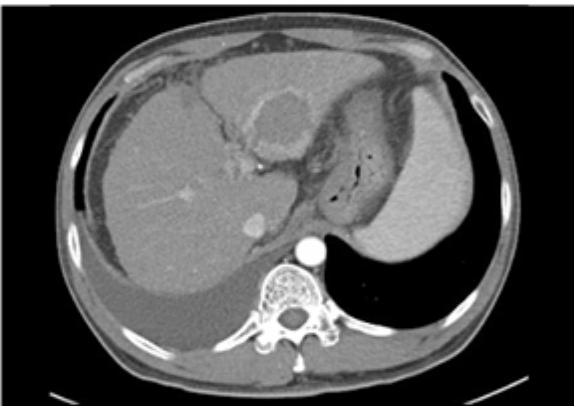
(D). RFA 후 CT, 종양은 완전괴사되고 소작경계도 충분히 확보되었다.
